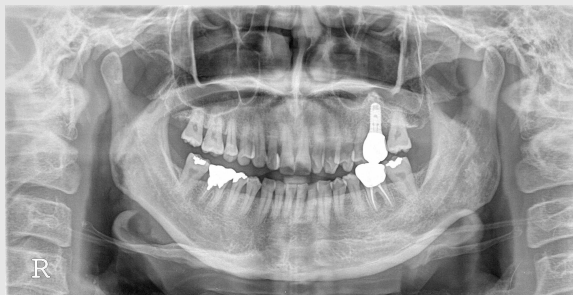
Panoramic radiography after loading 16months. The graft material of sinus was maintained successfully
